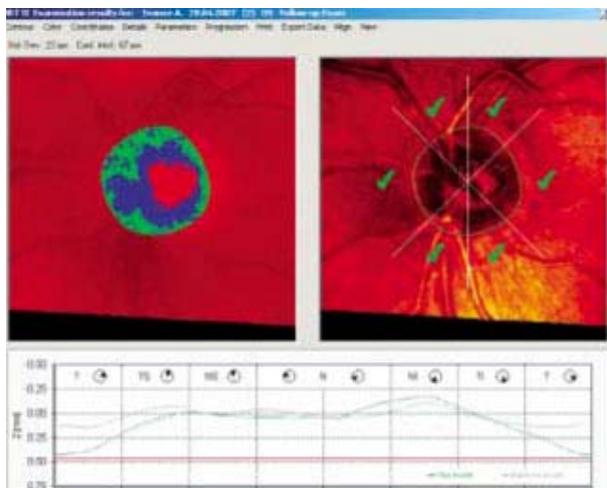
Ретинальная томограмма ДЗН левого глаза после имплантации клапана
